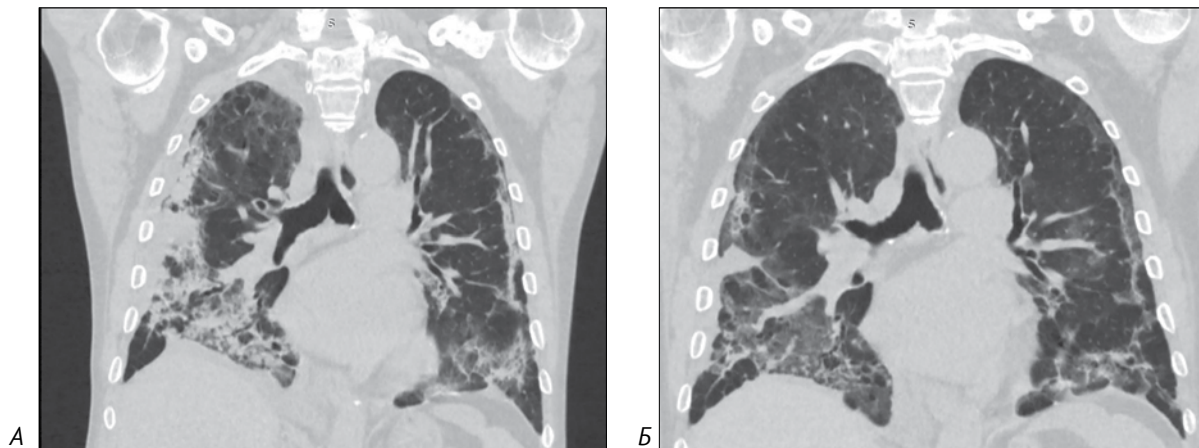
КТ легень хворого: А – від 09.03.2021 р.; Б – від 22.03.2021 р.
